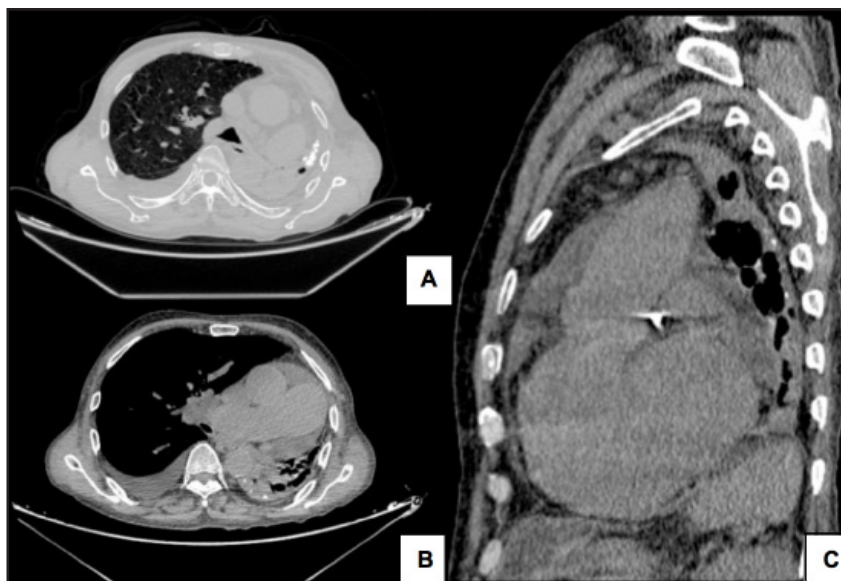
Imagen de tomografía computarizada de tórax en proyección axial ventana para pulmón. (A) y en ventana de mediastino; (B) proyección sagital ventana de mediastino; (C) que evidencia engrosamiento y calcificaciones a nivel pleural izquierdo. Derrame pleural derecho de aspecto libre. Adenopatías mediastinales. Cardiomegalia e hipertensión pulmonar precapilar que evidencia pérdida de volumen del pulmón izquierdo con consolidación y bronquiectasias varicosas.
